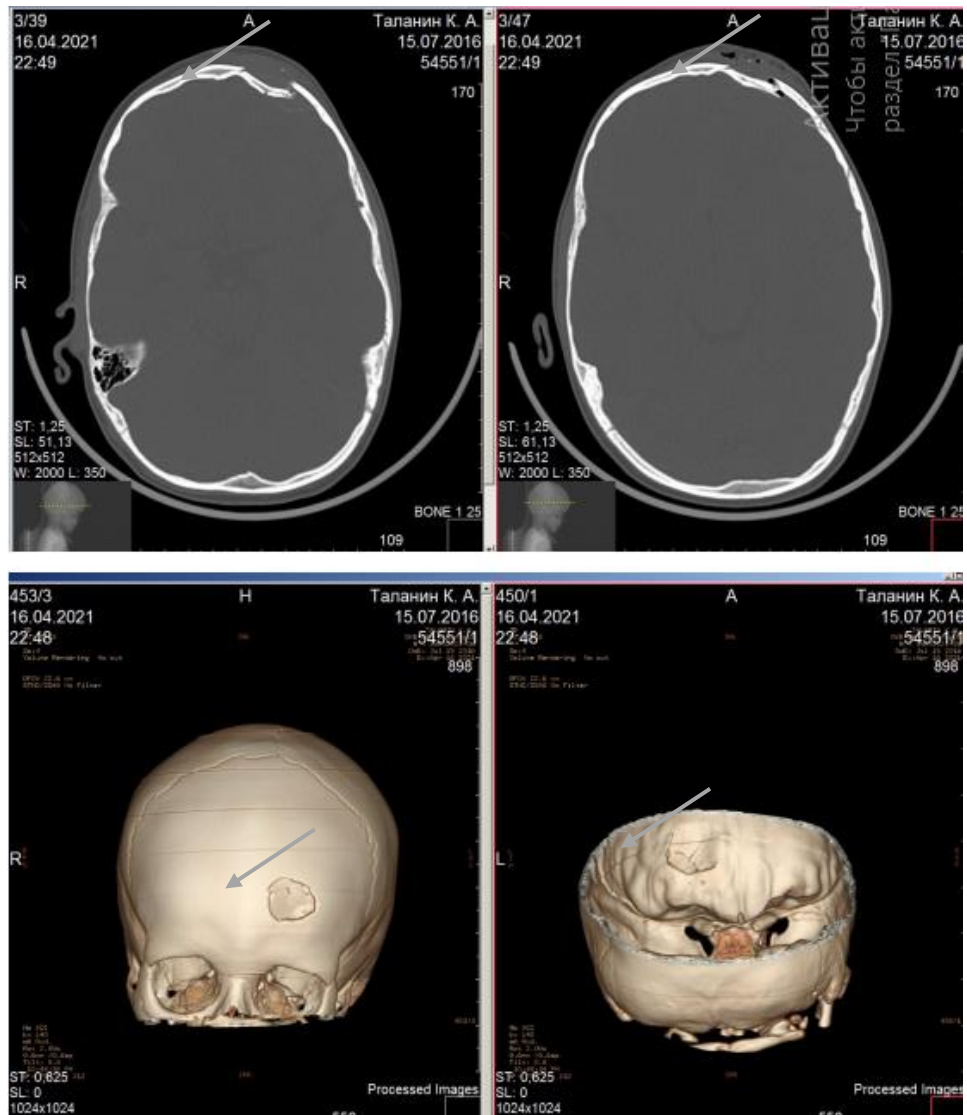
МСКТ пациента Ю. 7 лет, (история болезни № 374, 2018 год): вдавленный перелом левой лобной кости со смещением костного отломка на 10,6 мм.
